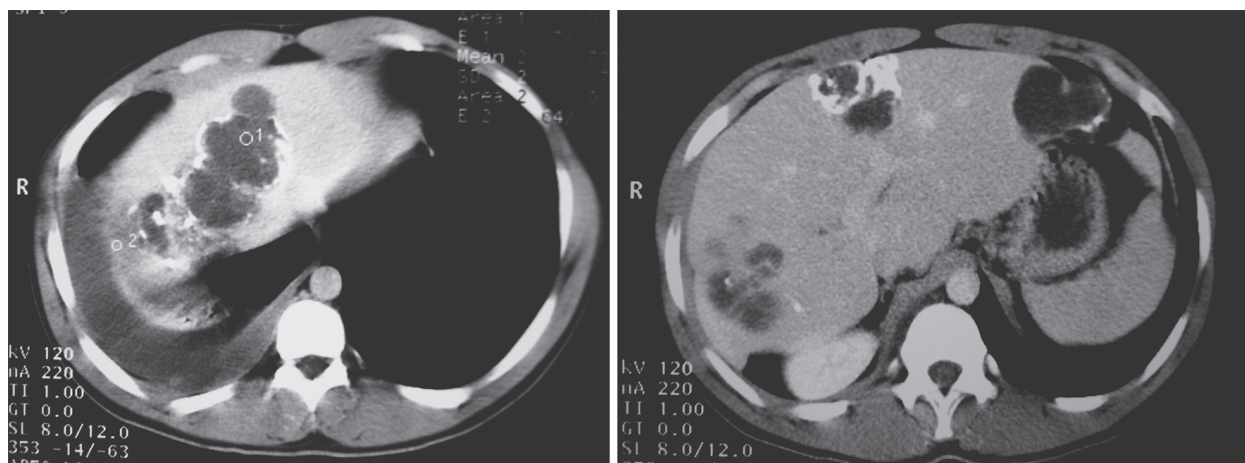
Tomografía computarizada toraco-abdominal. Imágenes de quistes múltiples en varios cortes de densidad heterogénea compatible con hidatidosis
